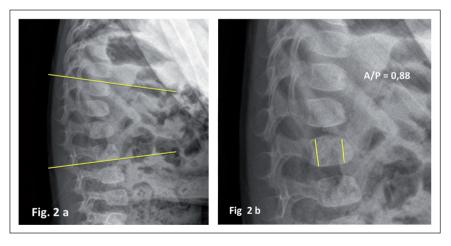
Caso 1: Radiografía de control a los 15 meses de edad en proyección lateral sentada (posición que exagera la incurvación dorsal) la cifosis mide 18° (a). Se observa disminución del aspecto hipoplásico de L2. La relación de las alturas A/P de la vértebra L2 es de 0,88 (b).
